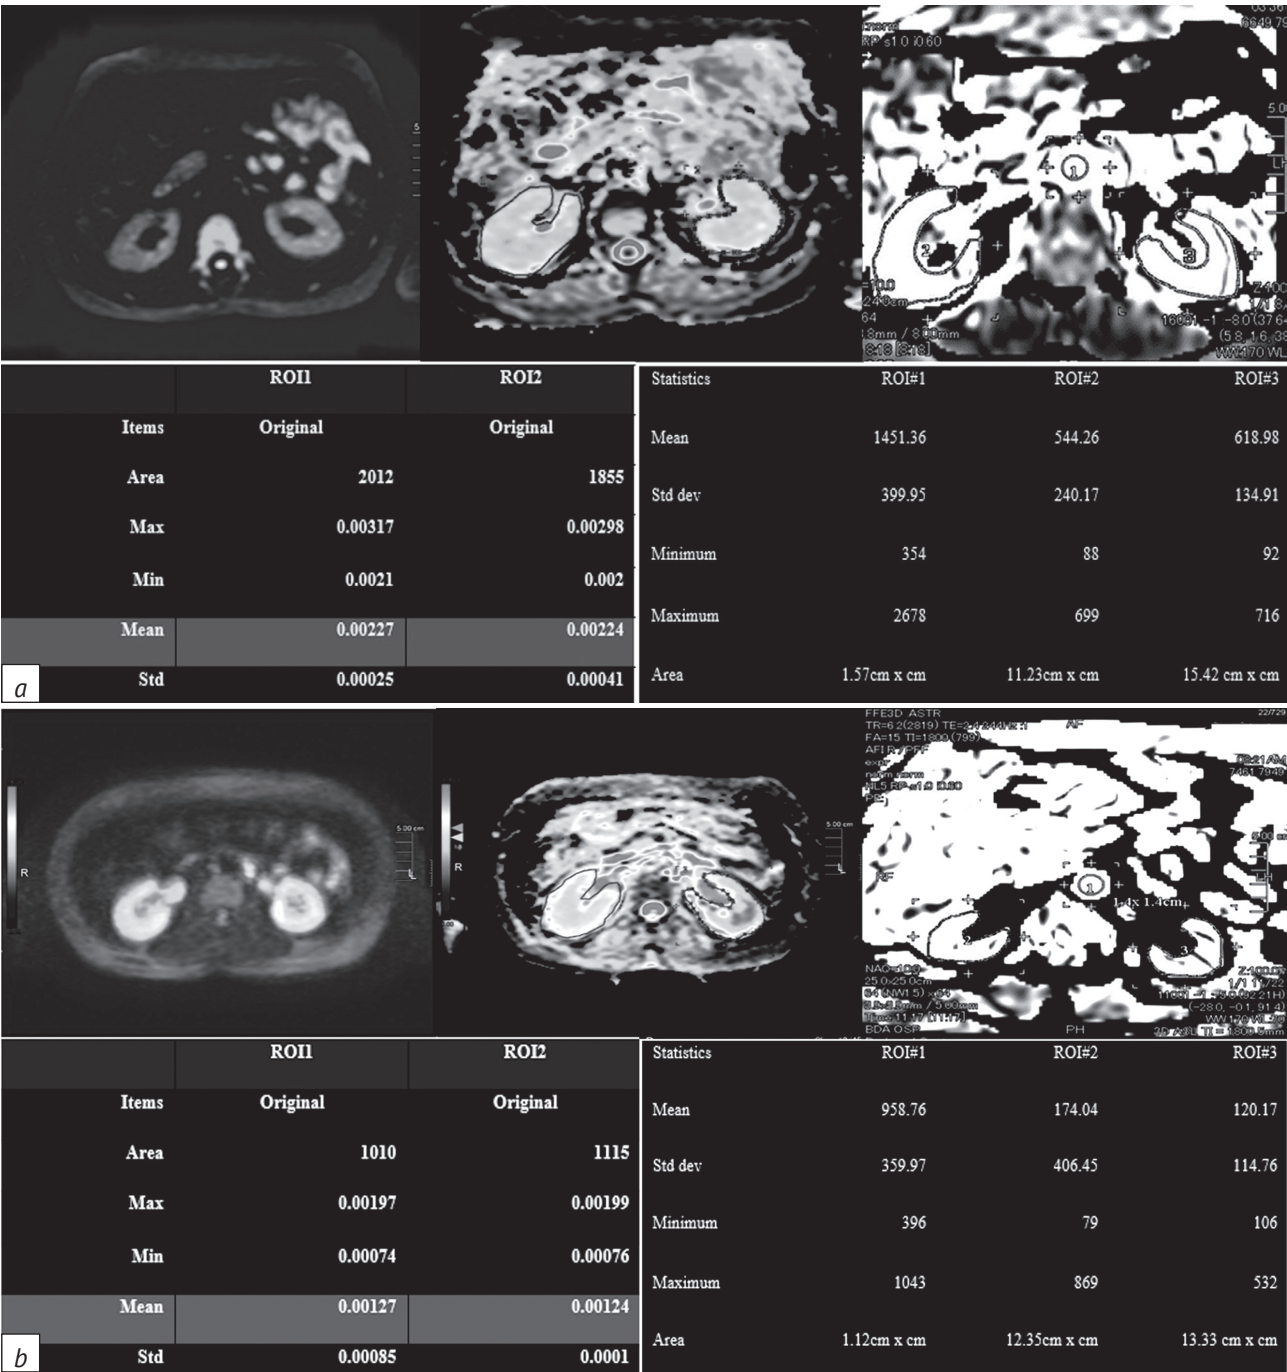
Диффузионно-взвешенные изображения (ДВИ) и результаты перфузии с маркированием артериальных спинов (arterial spin labeling, ASL):
